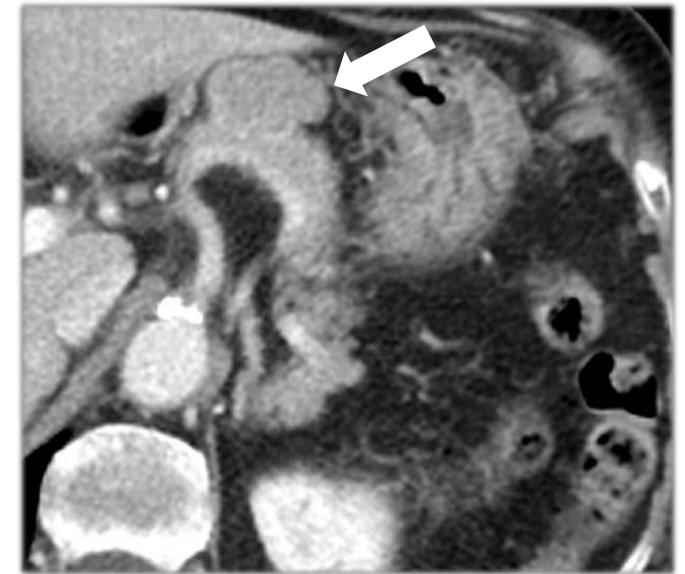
Imagen de TC en plano axial, fase portal. Lesión nodular hipervascular exofítica en el cuerpo del páncreas. Historia de tumor primario renal.
